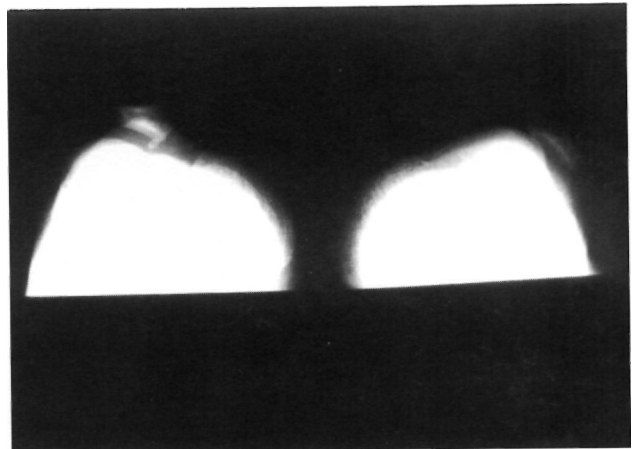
Radiografía axial de ambas rodillas con displasia bilateral de rótulas, y luxación rótula derecha.
